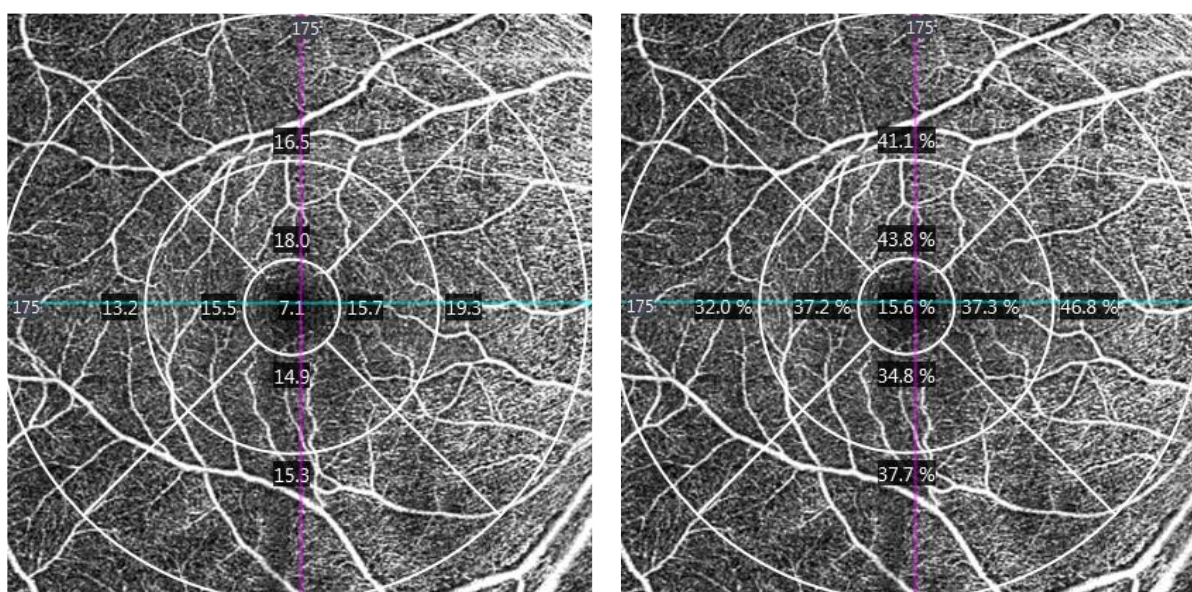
Оценка перфузии РПК по данным ОКТ-А
